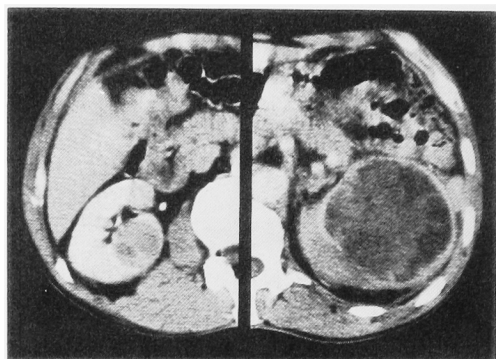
Computerized tomography scans show a round tumor about 2.5cm in diameter in the posterior portion of the right kidney and another tumor about 7 cm in diameter arising from the upper pole of the left kidney.
